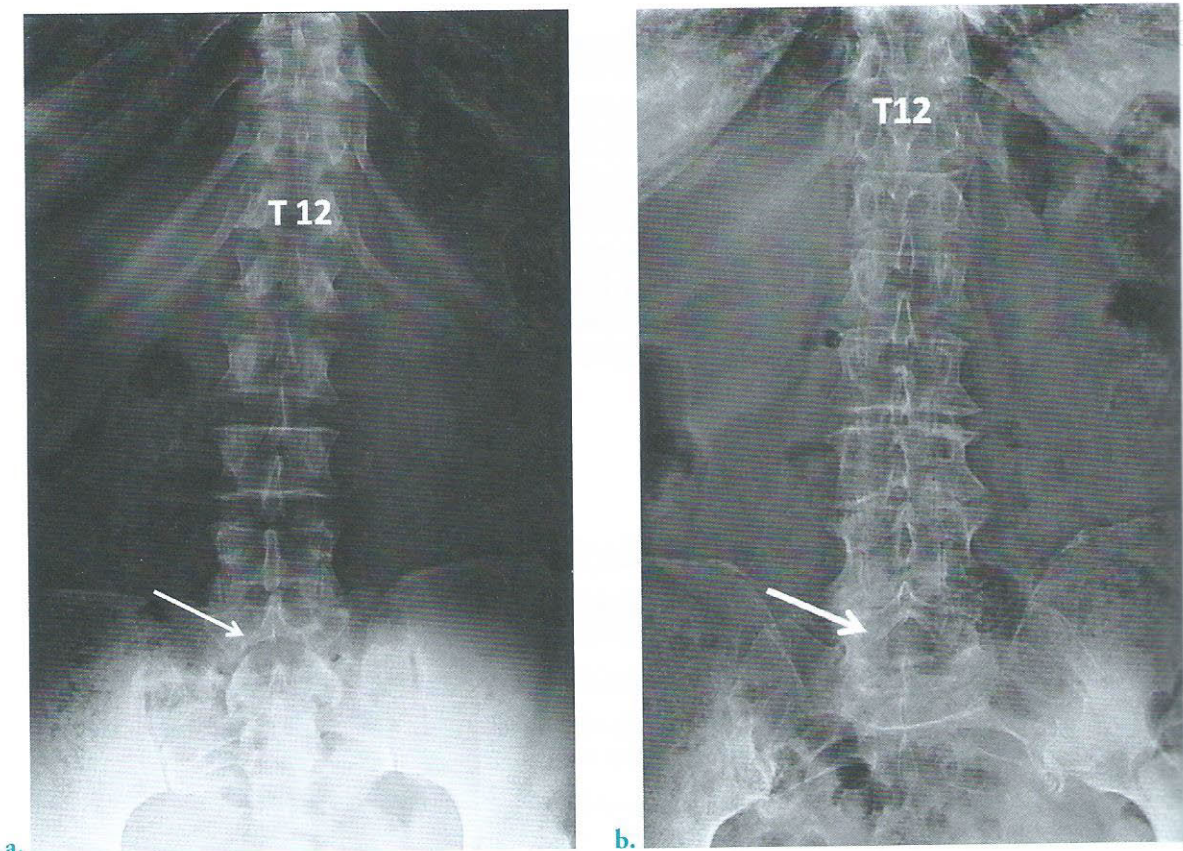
Radiographies du rachis lombaire de face
